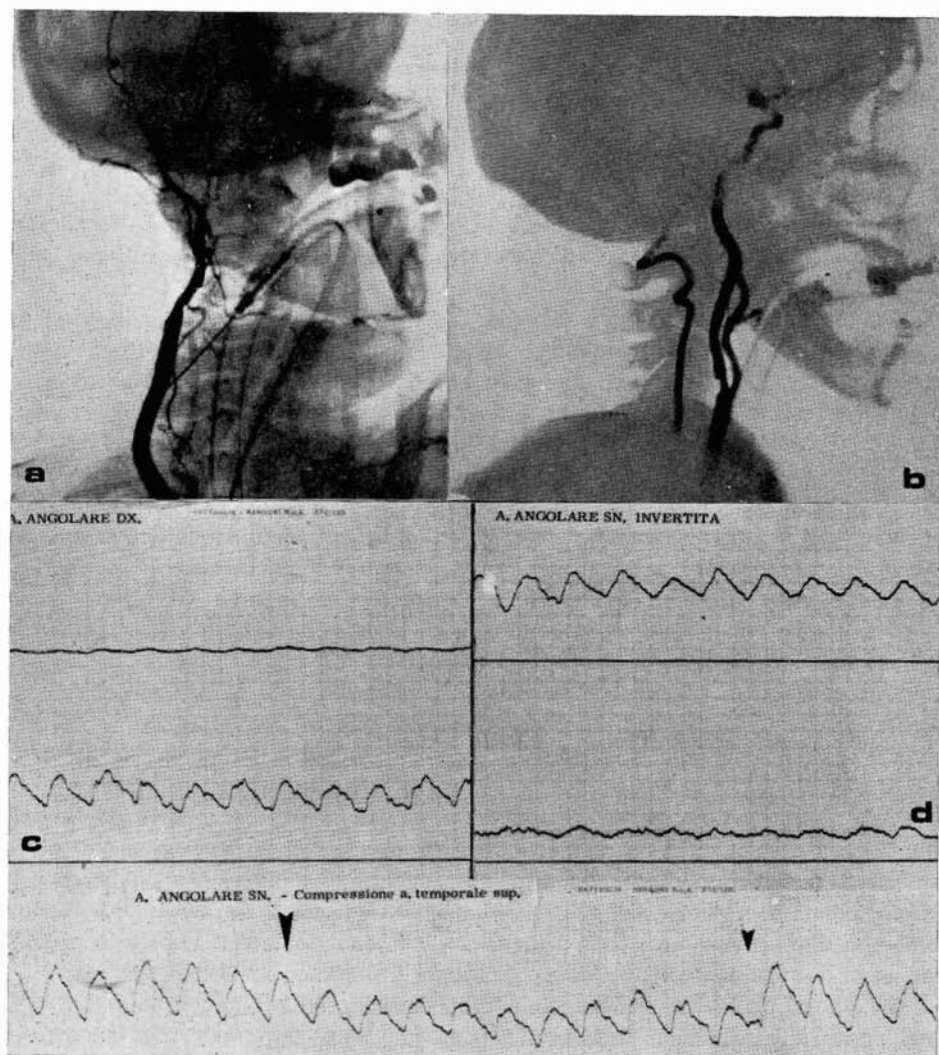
Paciente R. A., de 67 años. a) Carotidografía izquierda que demuestra una obstrucción completa de la carótida interna en su origen. b) Carotidografía contralateral que demuestra una estenosis de la carótida interna en su origen. «Doppler ophthalmic test» que demuestra una inversión del flujo en la arteria angular izquierda (d) respecto a la derecha (c). La compresión de la a. temporal izquierda ocasiona una disminución de la velocidad del flujo en la angular, pero no su desaparición.
